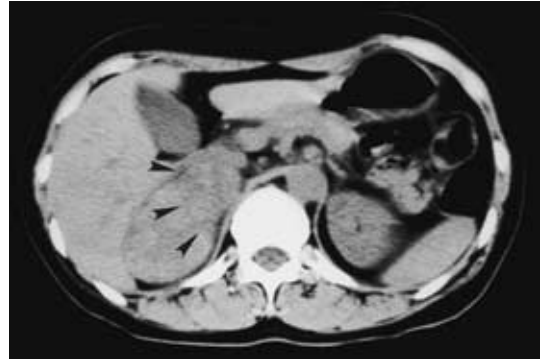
Abdominal CT showed a huge mass in the retroperitoneum.
